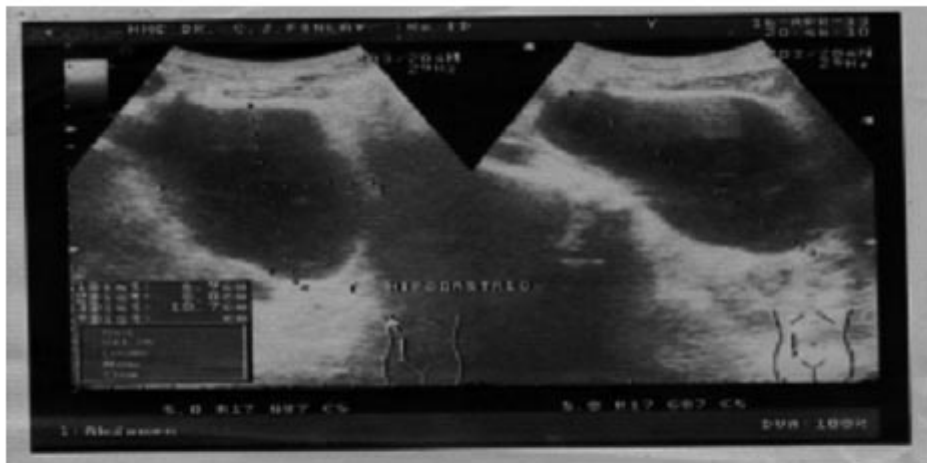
Ultrasonografía abdominal: imagen ecolúcida de paredes gruesas, con múltiples tabiques finos, no dependiente de ningún órgano vecino y sin relación con las asas intestinales.
